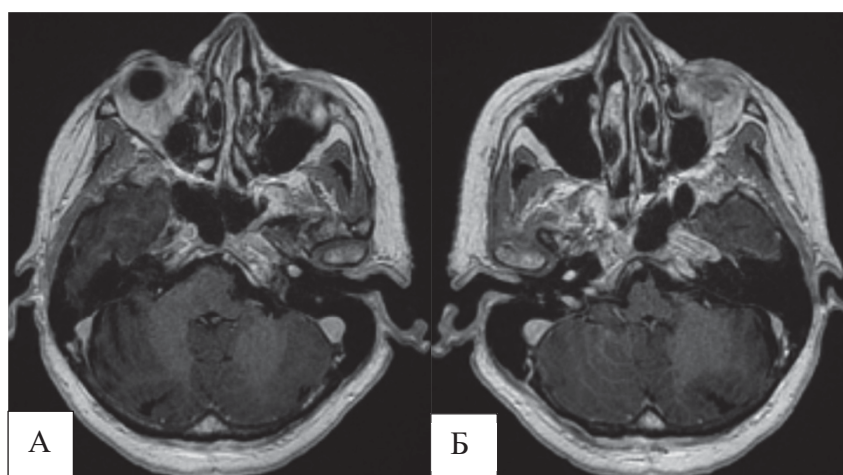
МРТ головного мозга через 6 месяцев после операции, опухоль удалена тотально – А; МРТ головного мозга через 12 месяцев после операции, признаков опухоли нет – Б.
